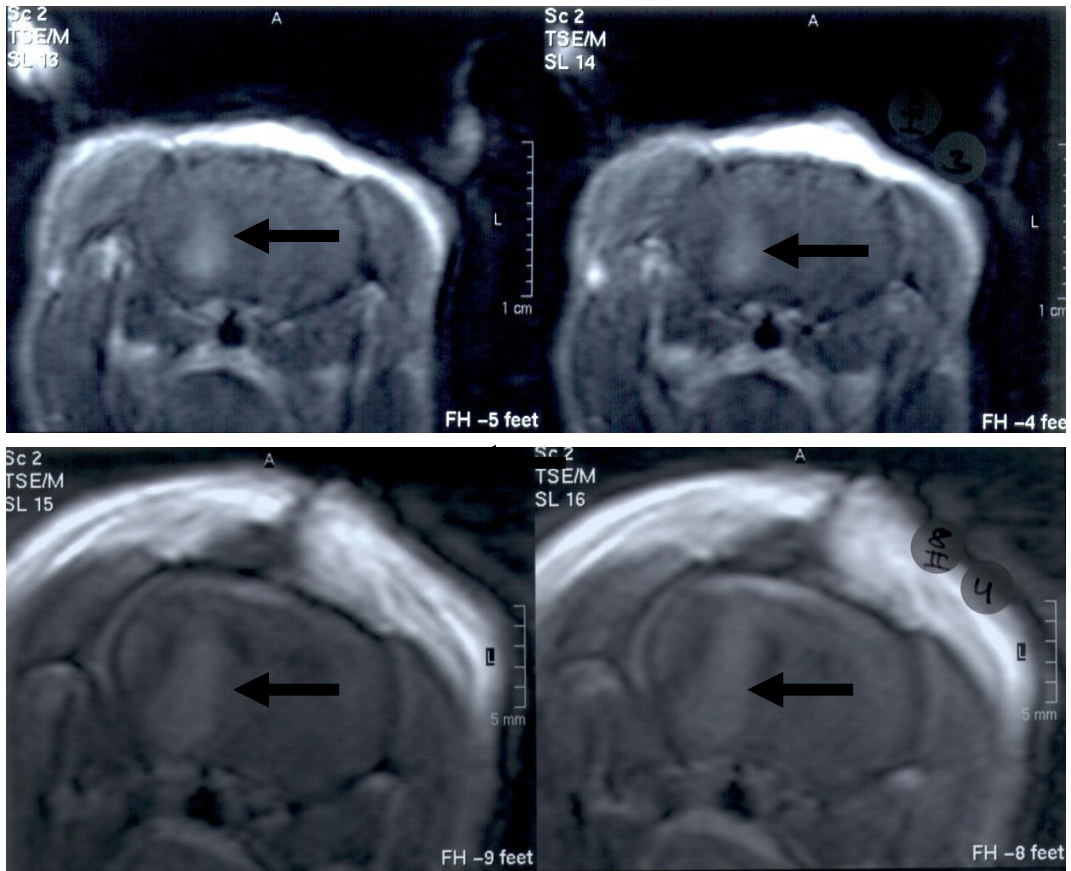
Darstellung des Rattenhirns mit Glioblastom in der linken Hemisphäre mittels MRT (T1-Wichtung) vor der Gabe von Vehikellösung (oben) und nach der Gabe von Vehikellösung (unten).
